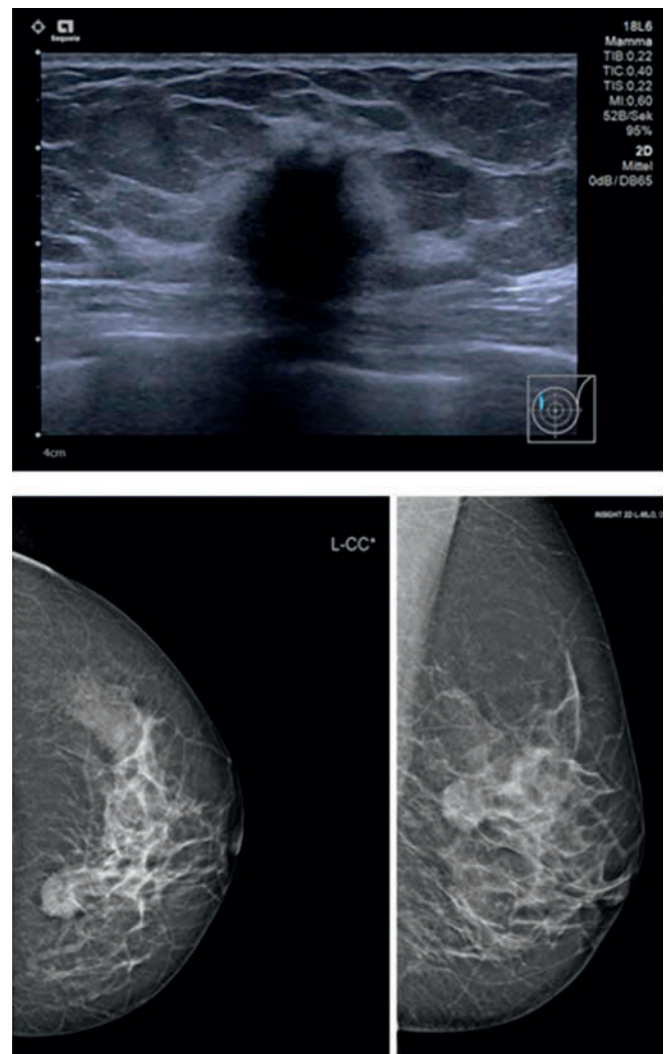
Sonographie und Mammographie Mamma links
